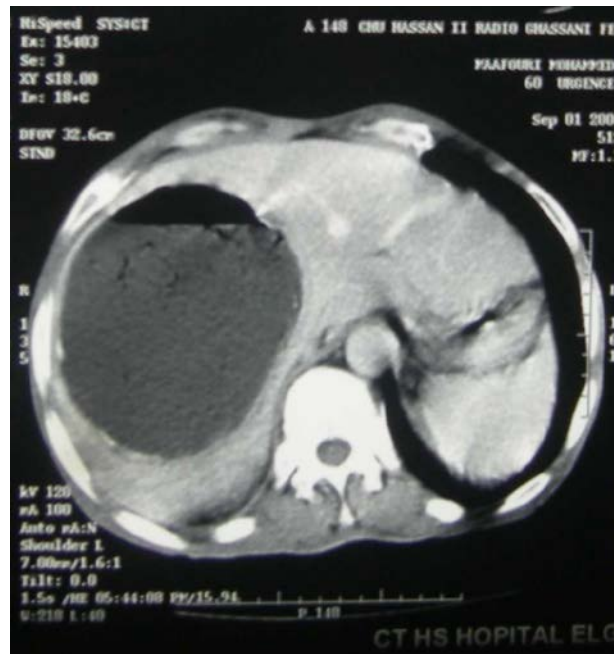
TDM abdominale montrant un kyste hydatique du foie abcédé [29]
